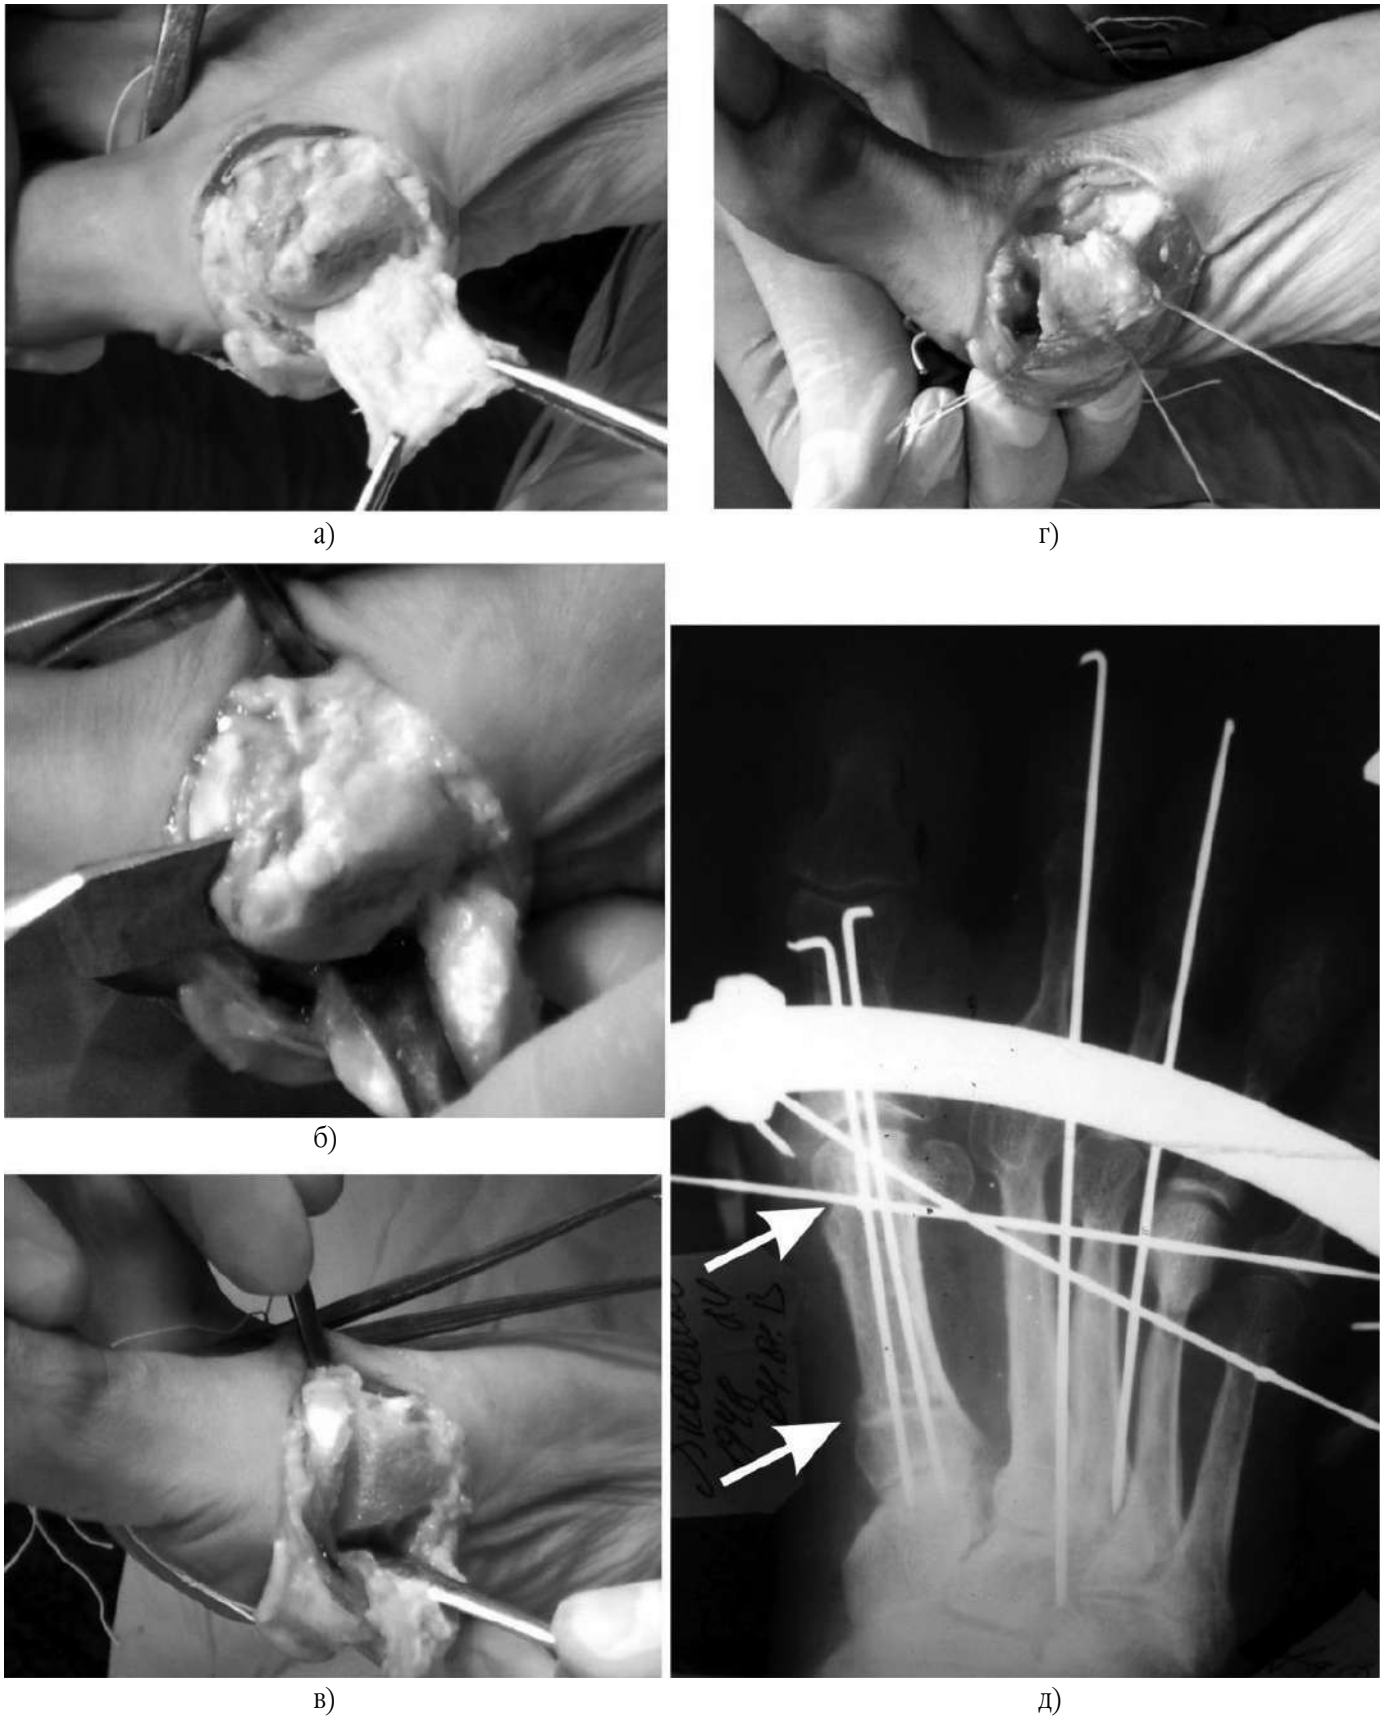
Методика операції Дев'ятова–Руденка: А – формування капсулярного клаптя; Б – резекція медіального виростка 1-ї плеснової кістки; В – дистальна підголовчаста остеотомія; Г – переміщення сухожилка довгого розгинача 1-го пальця; Д – рентгенограма стопи після операції, стрілками відмічені ділянки остеотомій
